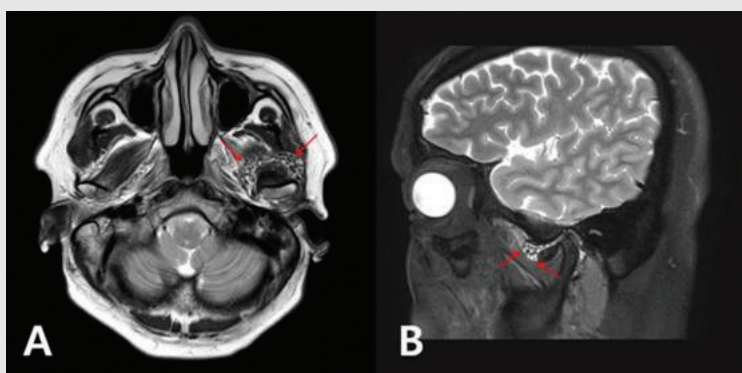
MRI T2-wighted image. (A) Axial view. (B) Sagittal view. Multiple small low intensity nodular lesions in the affected superior joint space with effusion in left TMJ(red arrow).
